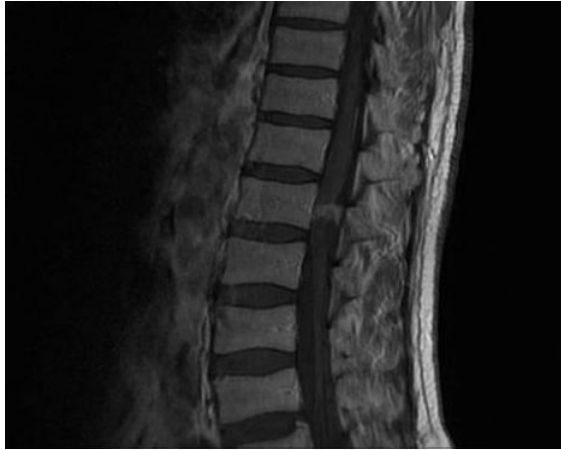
T1-weighted image showing an iso- to hypointense mass in the spinal cord. Preoperative gadolinium-enhanced T1-weighted axial MRI scan revealing a dominant lesion located in the left temporal lobe, demonstrating ring enhancement.
